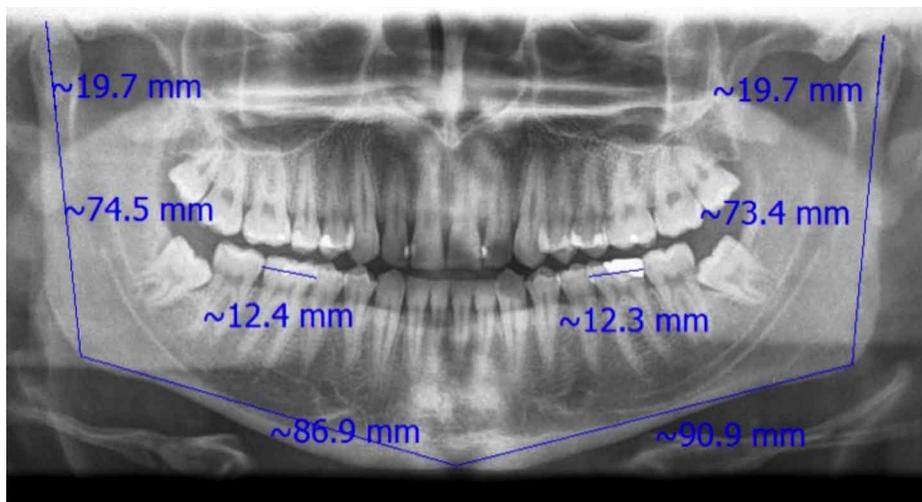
Mediciones realizadas sobre la radiografía panorámica digital con el sistema Clínica View.
